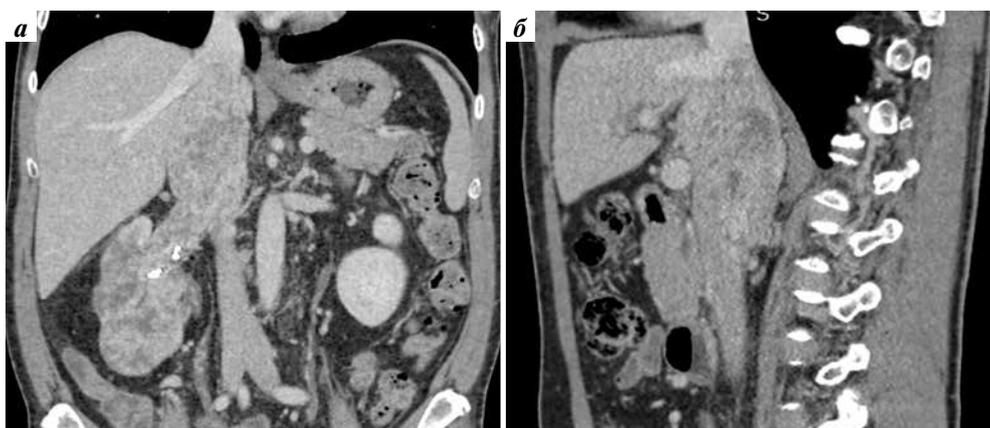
Компьютерная томография (от июня 2023 г.): а – опухоль правой почки с тромбом, в динамике значительное уменьшение размеров, фронтальный срез; б – визуализация верхушки тромба на уровне впадения печеночных вен в нижнюю полой вену
